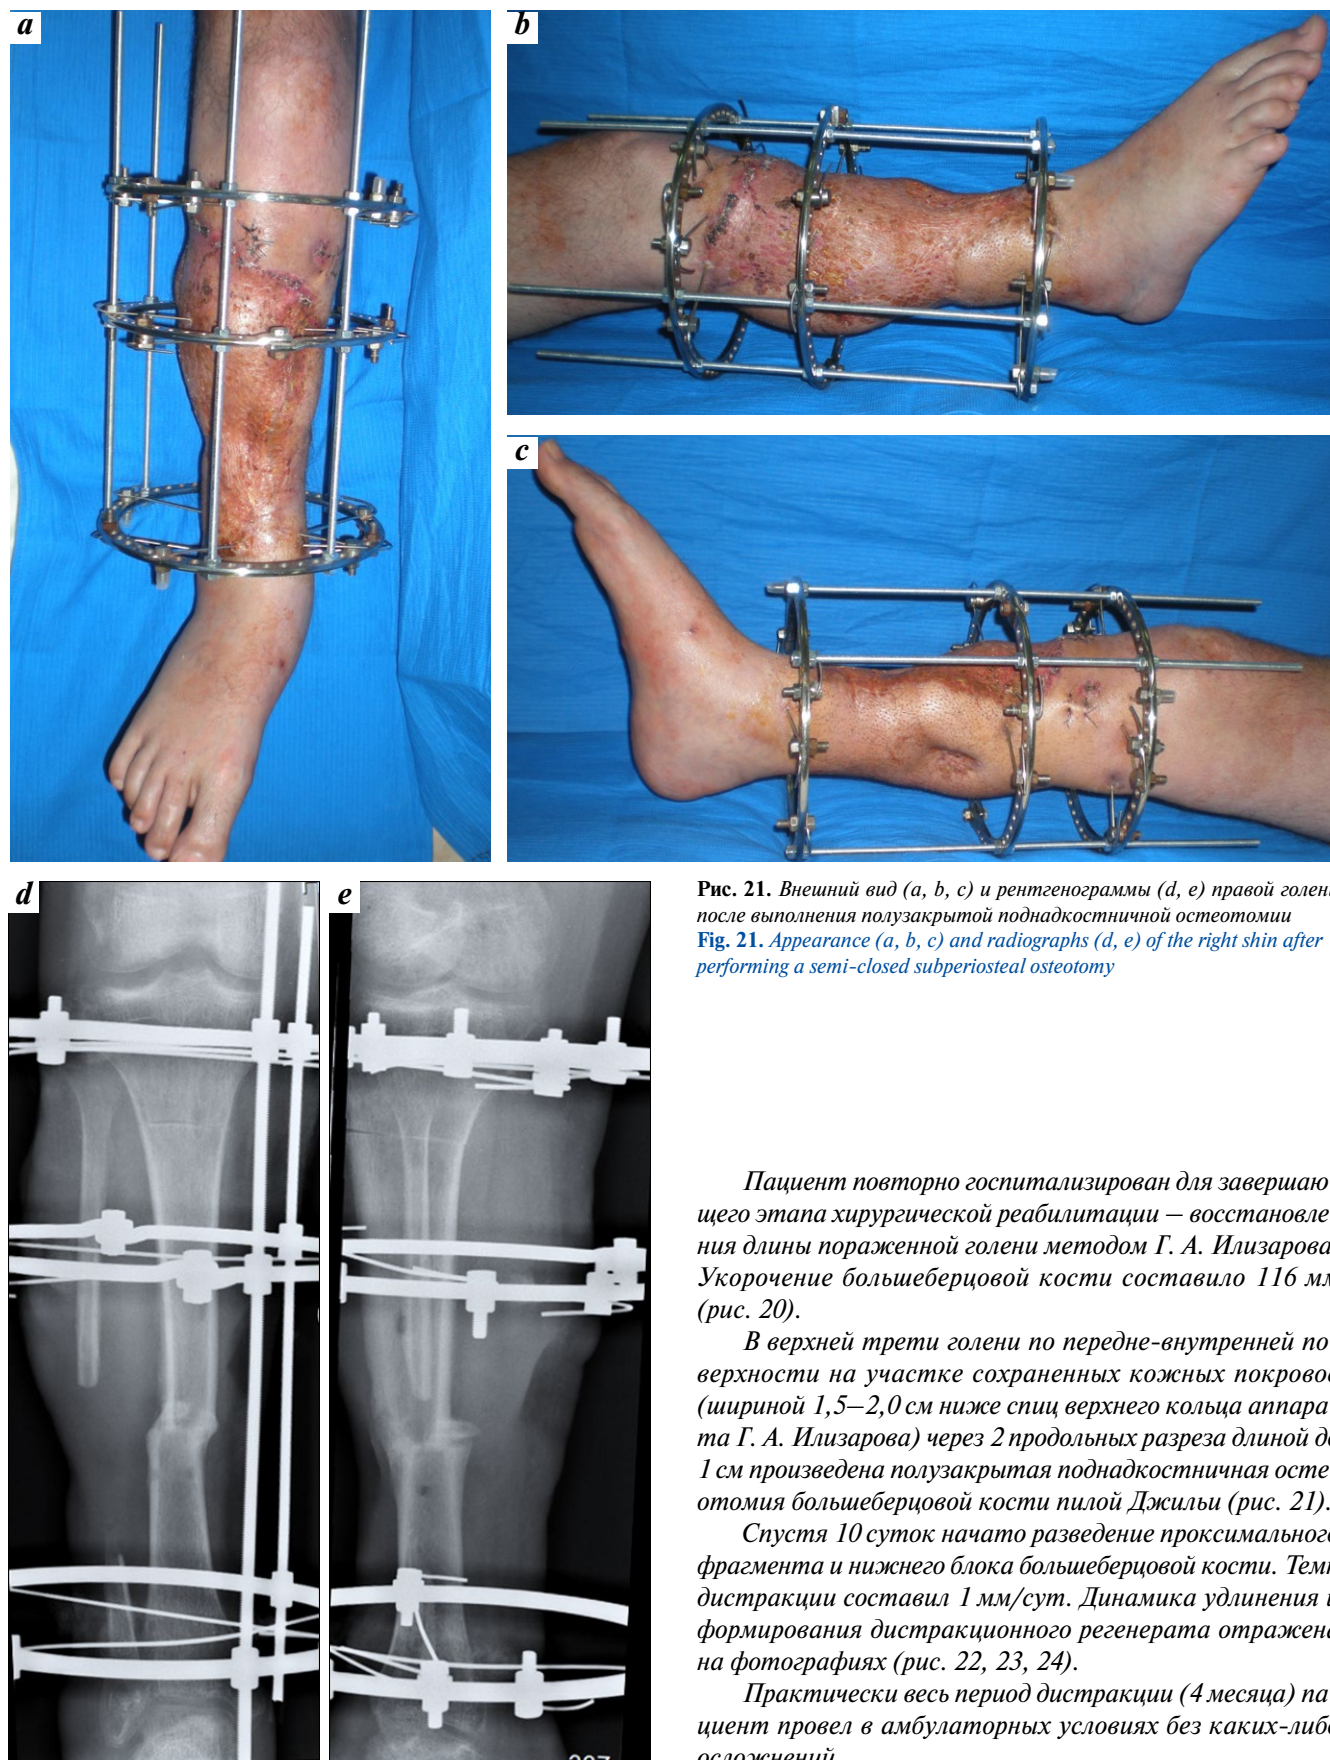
Внешний вид (a, b, c) и рентгенограммы (d, e) правой голени после выполнения полужакрытой поднадкостничной остеотомии
